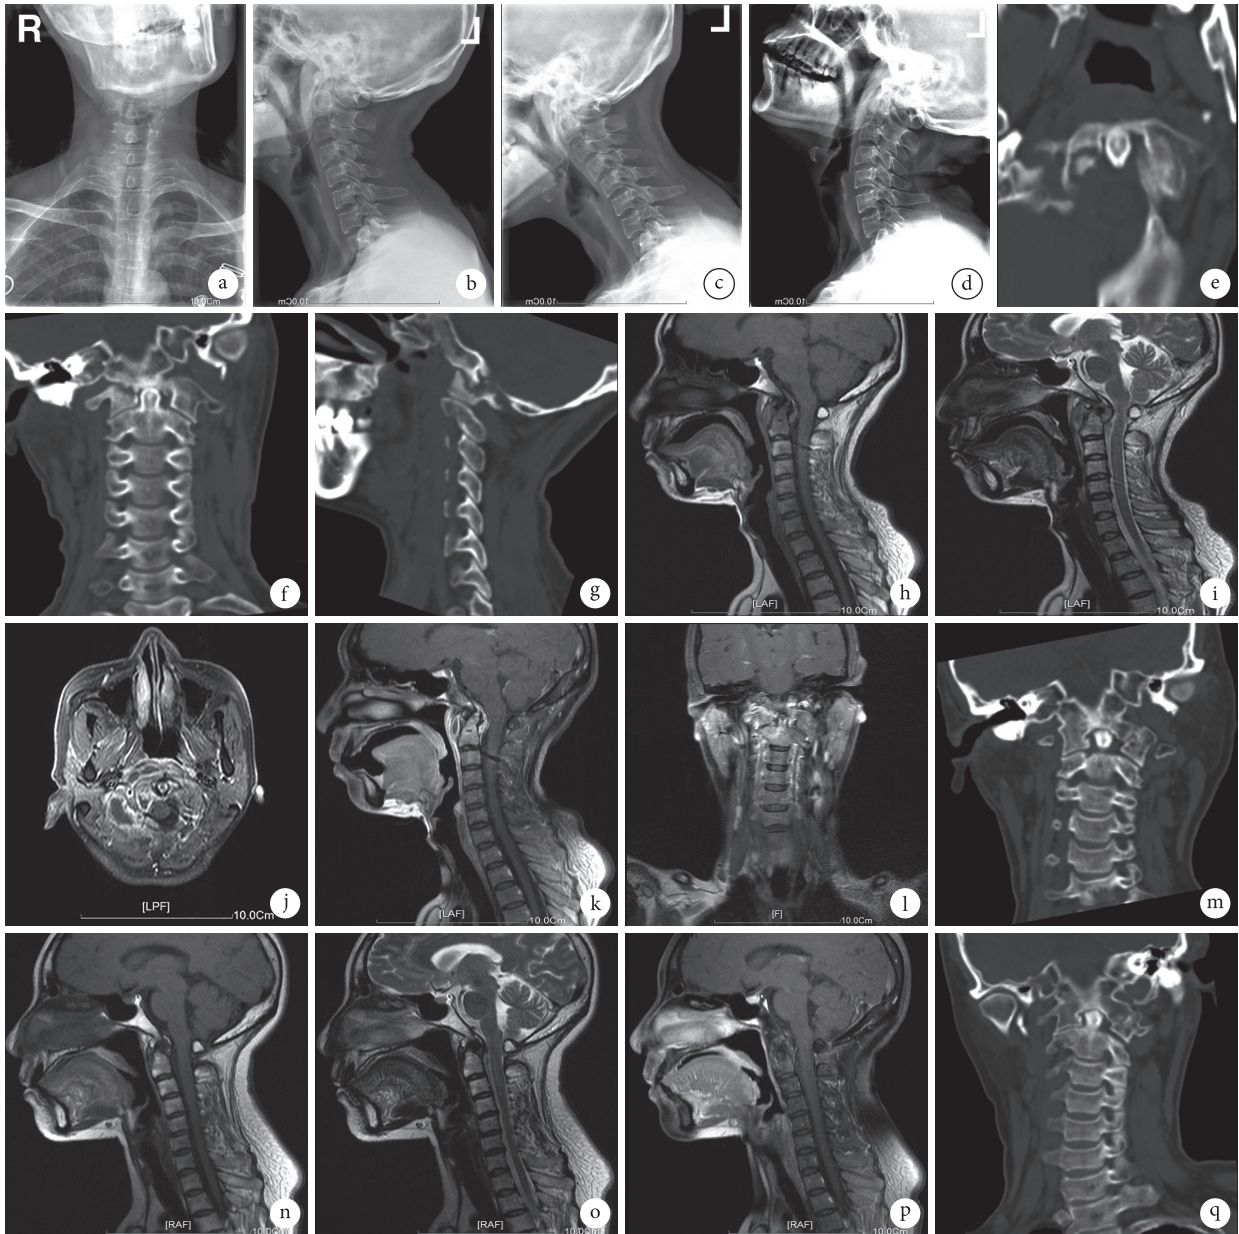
典型病例1 a~d. 治疗前正、侧位及过屈、过伸位X线片；e~g. 治疗前轴位、冠状位、矢状位CT；h~l. 治疗前T1、T2、轴位、强化矢状位及冠状位MRI；m. 治疗后18个月冠状位CT；n~p. 治疗后18个月T1、T2及强化矢状位MRI；q. 治疗后42个月冠状位CT
